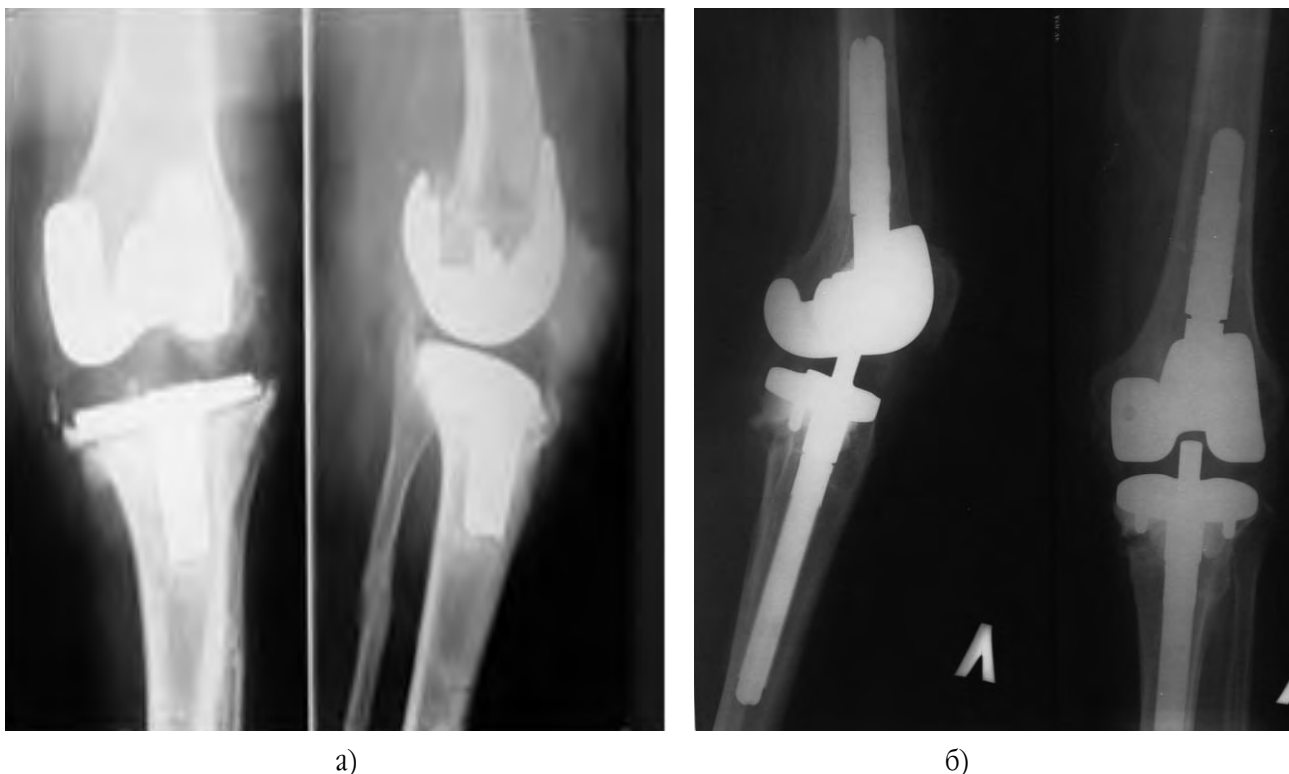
Рентгенограми хворої М.: а) до виконання ревізійного втручання: асептична нестабільність компонентів ендопротеза, варусна деформація лівого колінного суглоба, дефект медіального виростка великогомілкової кістки тип Т2А; б) після виконання ревізійного втручання: використаний зв'язаний ендопротез типу Hinch
